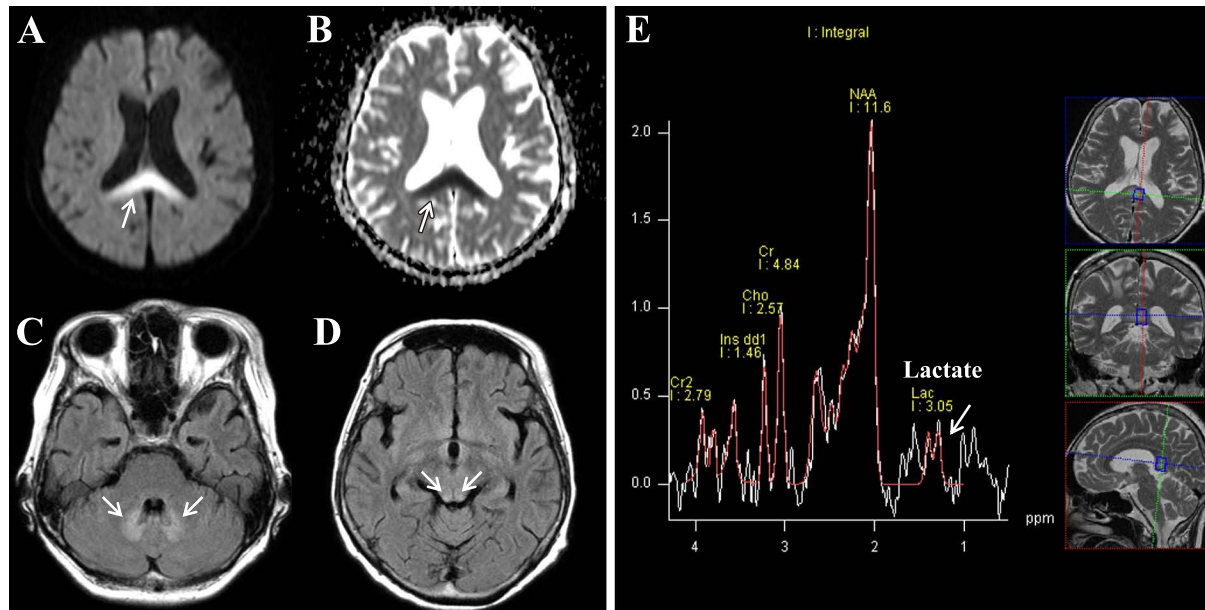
Brain MRI and MRS on admission.
